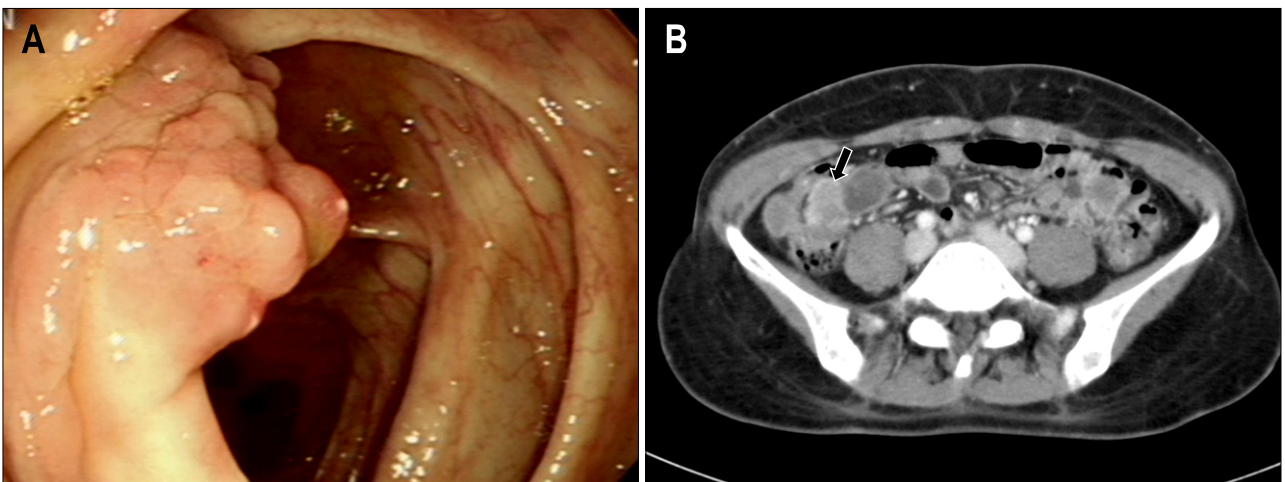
Follow-up study after intravenous Amphotericin B treatment for 4 weeks. (A) Colonoscopic finding shows shrunken mass without exudates, but mild lobulation on the surface. (B) Abdomen-pelvic CT finding shows still demonstrates intraluminal mass at ascending colon with much decrease in size (arrow).
